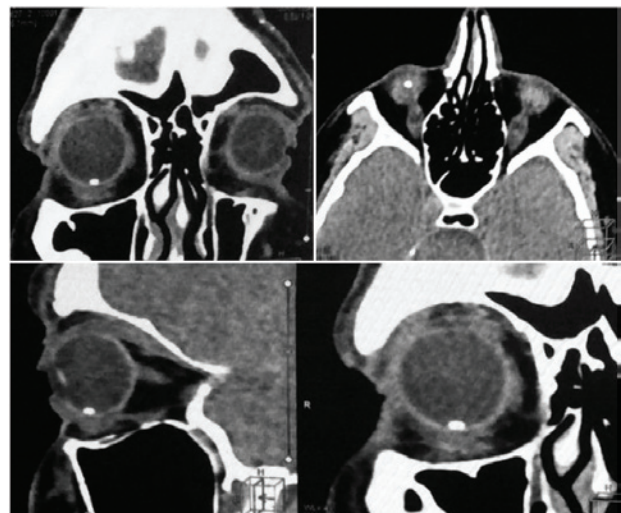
Компьютерная томография глазницы. Инородное тело в нижнем сегменте
